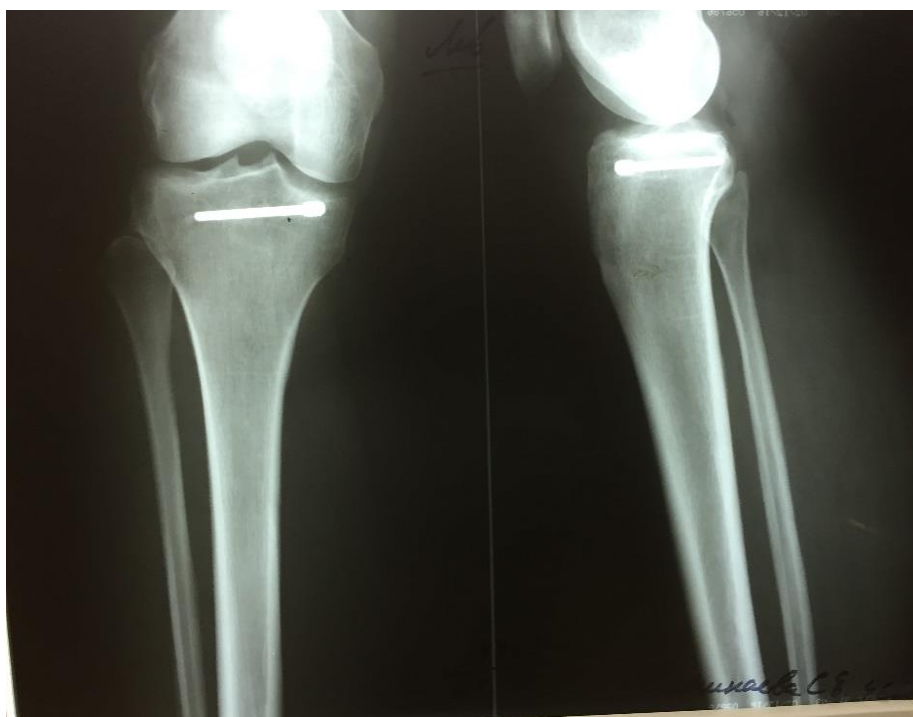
Рентгенограмма коленного сустава больной Н. через 6 месяцев после операции. Пояснения в тексте
